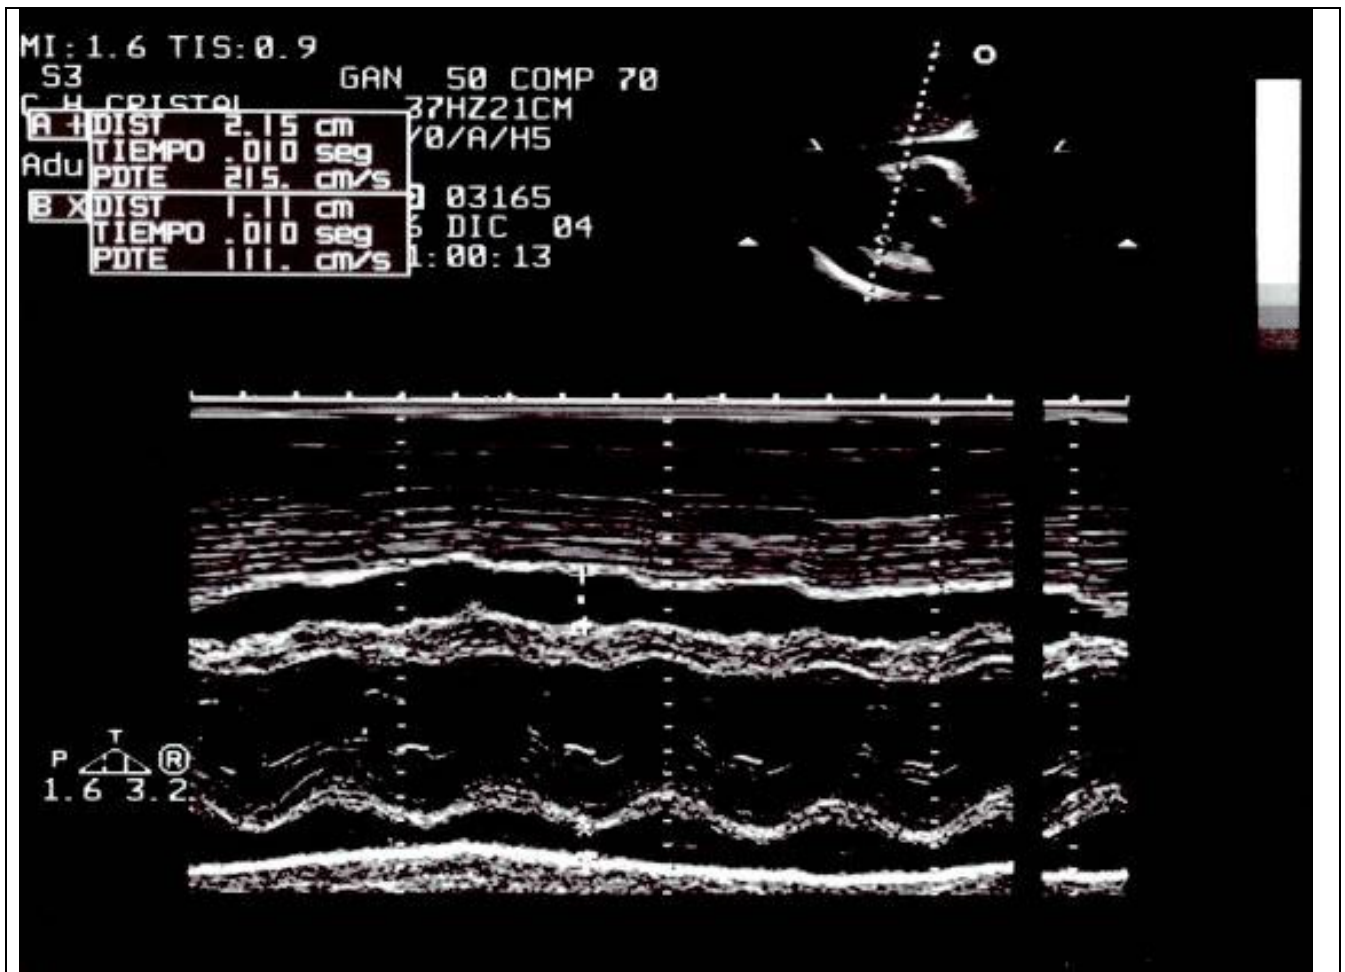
Ecocardiografía transtorácica en modo M. La distancia A, entre pericardio y miocardio es de 21.5 mm, sin embargo no es valorable al ser un corte oblicuo a la pared. La distancia B informa de un derrame pericárdico de 11 mm.
